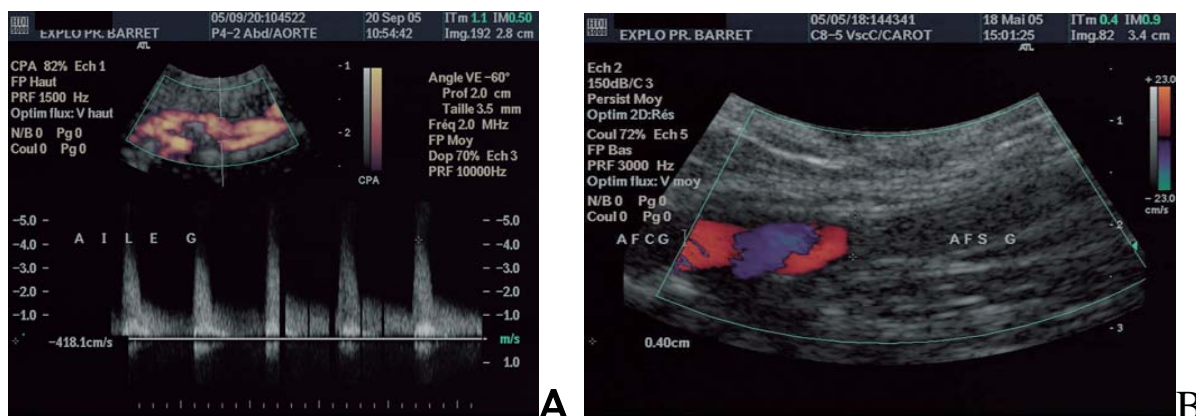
(A) Visualisation d'une sténose supérieure à 70 % de l'artère iliaque avec mesure des vitesses par doppler pulsé. (B) Visualisation d'une oblitération de l'artère fémorale superficielle à l'échographie couleur (arrêt net du flux).
